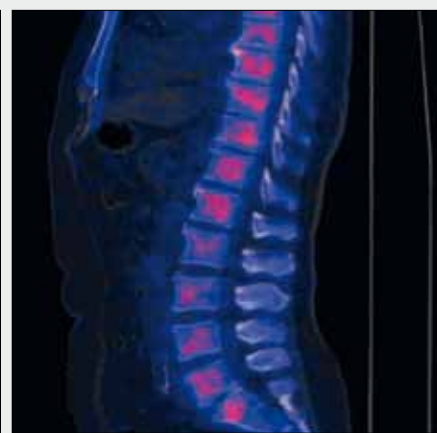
Vysokoobratová osteopenie. A, B – celotělové MIP ^{18}F -NaF-PET obrazy; C, D, E – zobrazení bederní páteře na CT, PET a PET/CT
